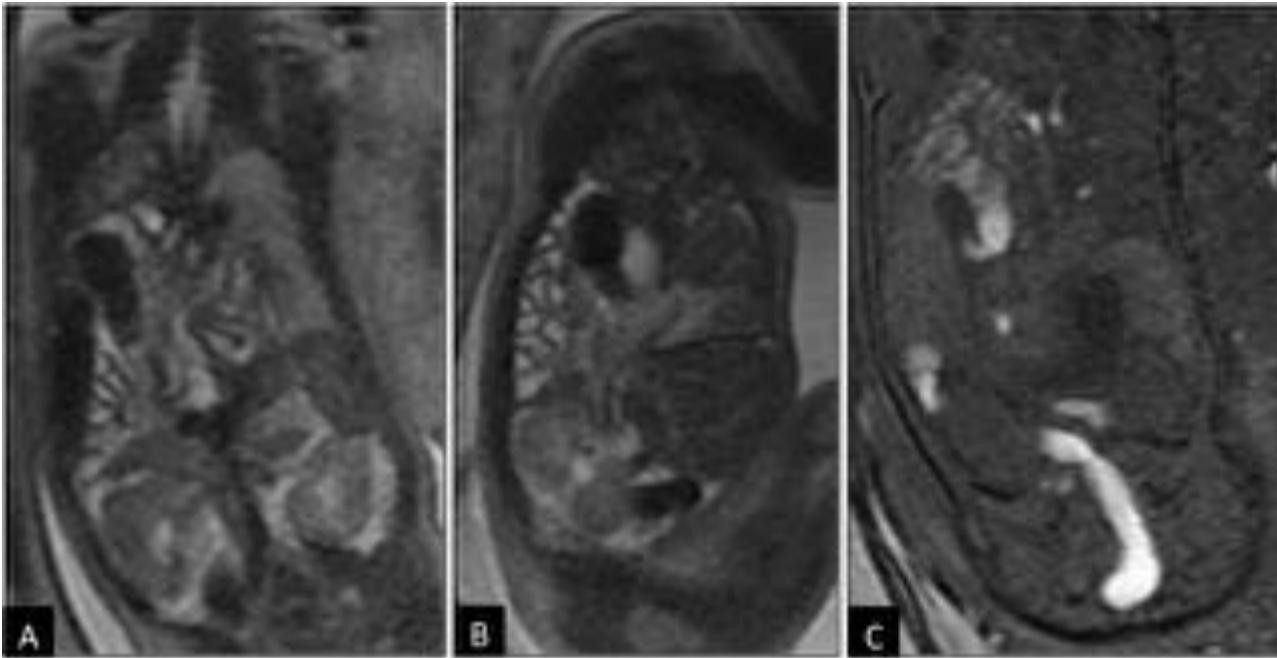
Hernia diafragmática congénita posterior derecha tipo “liver-down” en RM fetal realizada a las 30 semanas de gestación. A. Coronal T2 SSFSE, B. Sagital T2 SSFSE y C. Coronal T1 SPGR. Defecto posterior del diafragma derecho a través del cual se introducen en el hemitórax derecho asas de intestino delgado y el ángulo hepático del colon.
